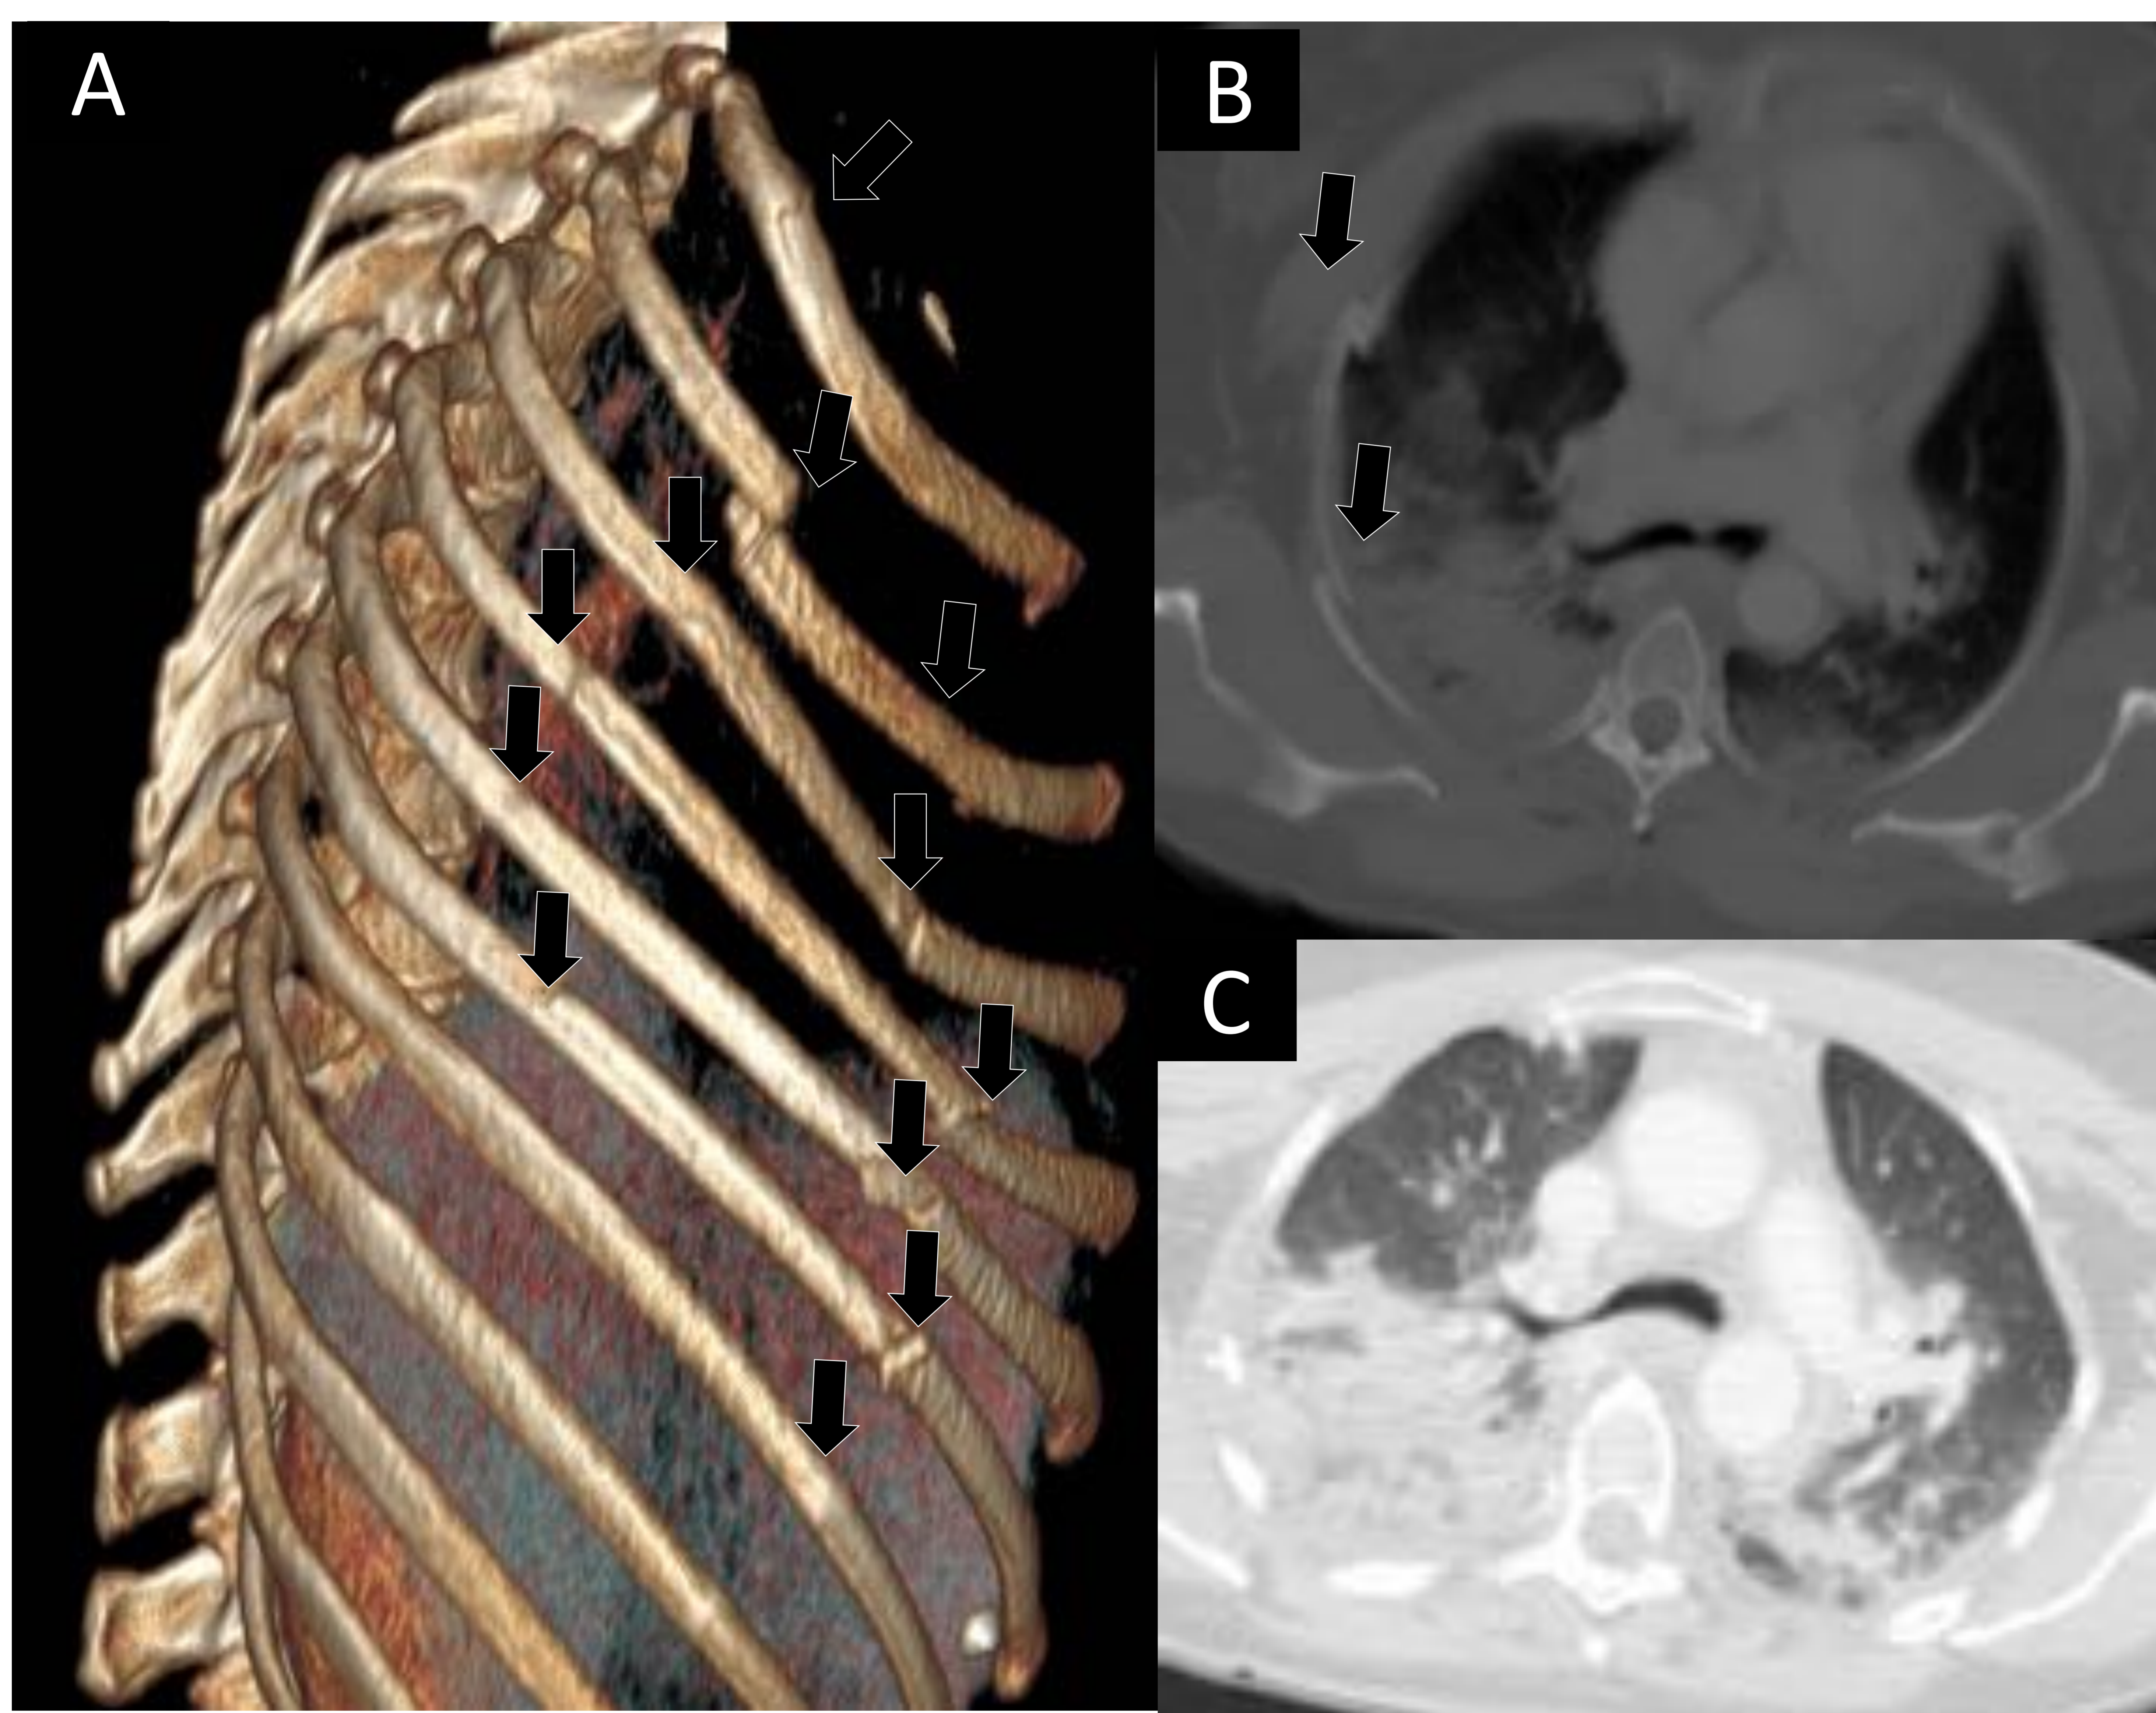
Imágenes por TC: reconstrucción volumétrica (A) e imágenes transversales. Mujer de 51 años. Accidente de moto. Se identifican trazos de fractura (flechas negras) en por lo menos dos sitios y en costillas contiguas (volet). Asociaba neumotórax bilateral (no mostrado) y contusión pulmonar con áreas de laceración.
